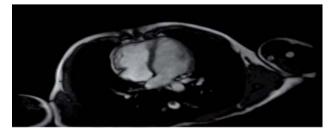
Resonancia magnética que muestra dilatación aneurismática de ventrículo derecho.
